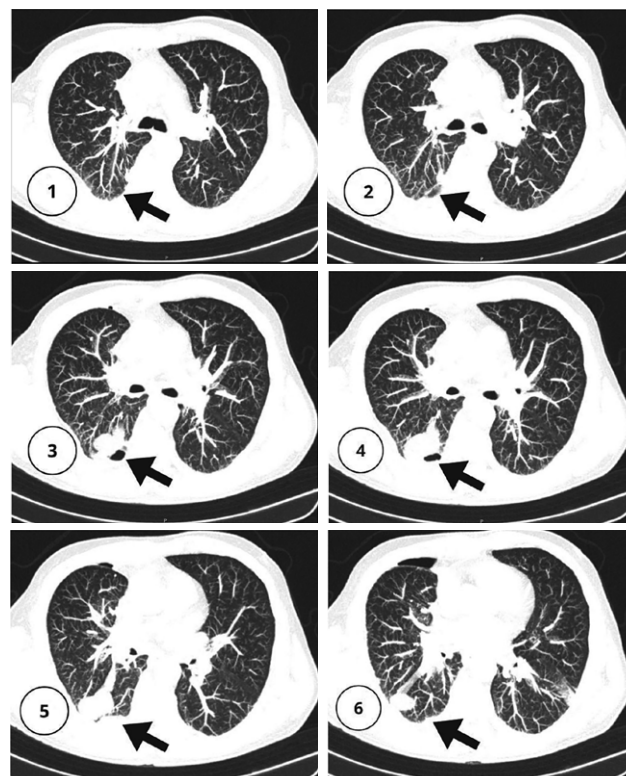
Tomografia computadorizada (TC) de tórax (sentido crânio-caudal dos cortes 1 a 6).
